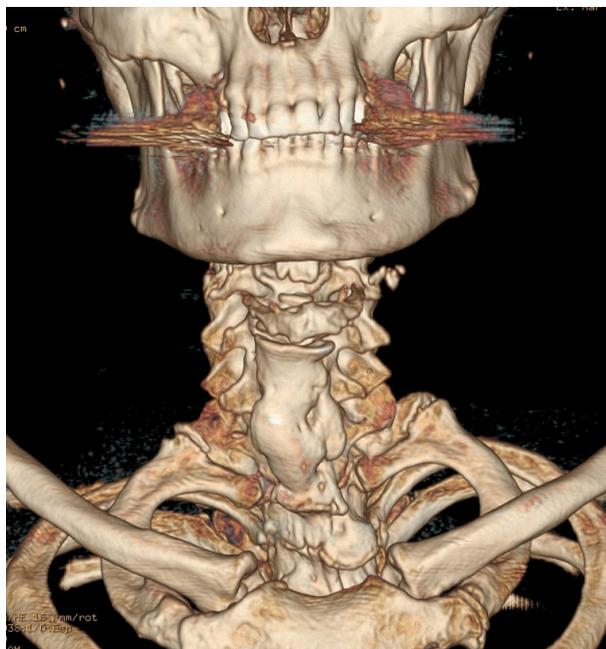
Volume rendering reconstruction of the Computed Tomography image from anterior view shows the thick irregular spur protruding below the level of hyoid bone. Calcified ALL segment starts from the C5 level and extends to the third thoracic vertebra body. Thyroid cartilage was removed to show the location of the calcification in detail.
